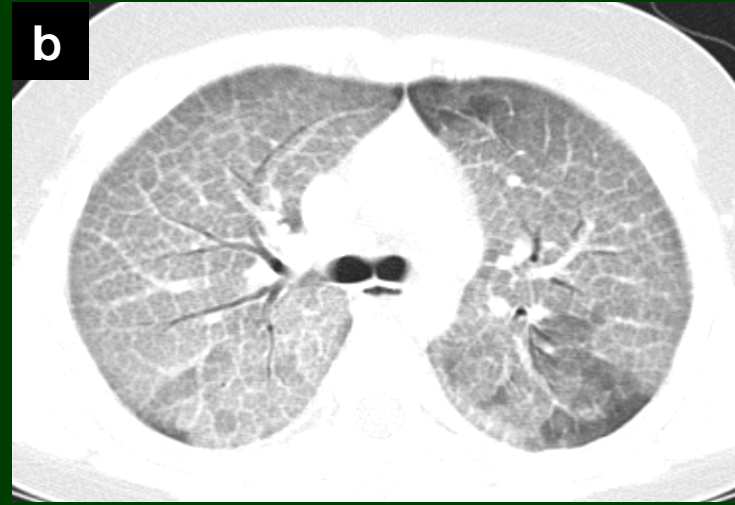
Tomografía computada de tórax con contraste en cortes axiales y ventana pulmonar (a, b, c y d) evidencian patron difuso en "crazy paving"
